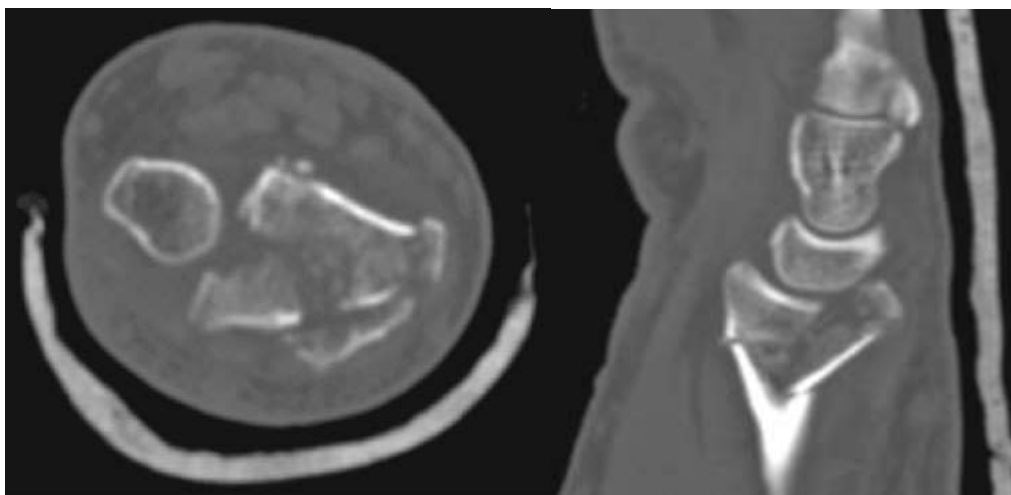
Результати КТ дослідження хворої В. 50 років, історія хвороби № 1999: багатоуламковий перелом ДЕМ ПК лівого передпліччя зі зміщенням відламків (тип С3) та з асоційованим переломом човникоподібної кістки.
